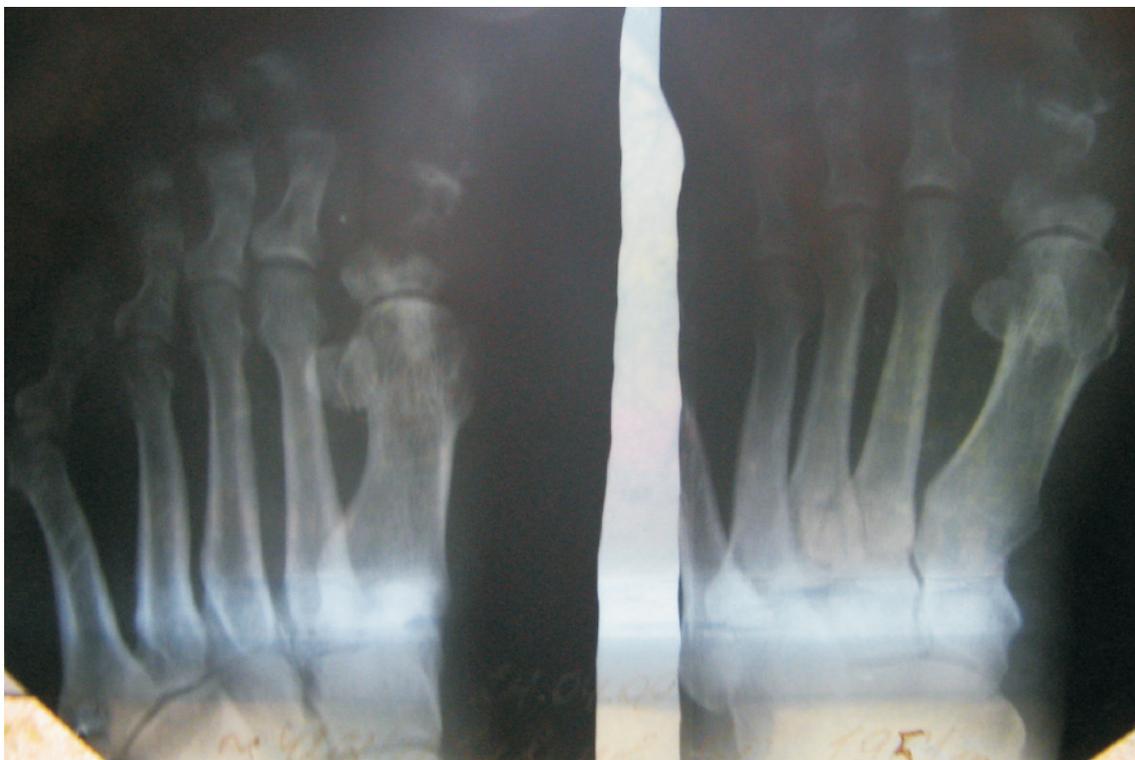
Рентгенограмма больного И., 1951 г.р. и/б 3191
